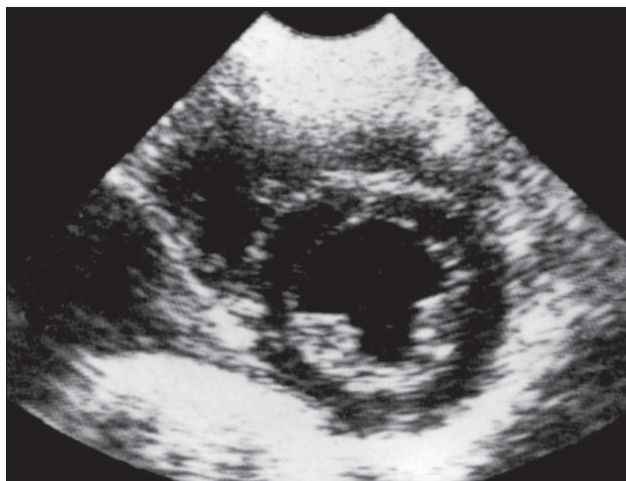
Secțiune parasternală în axul scurt transventriculară
